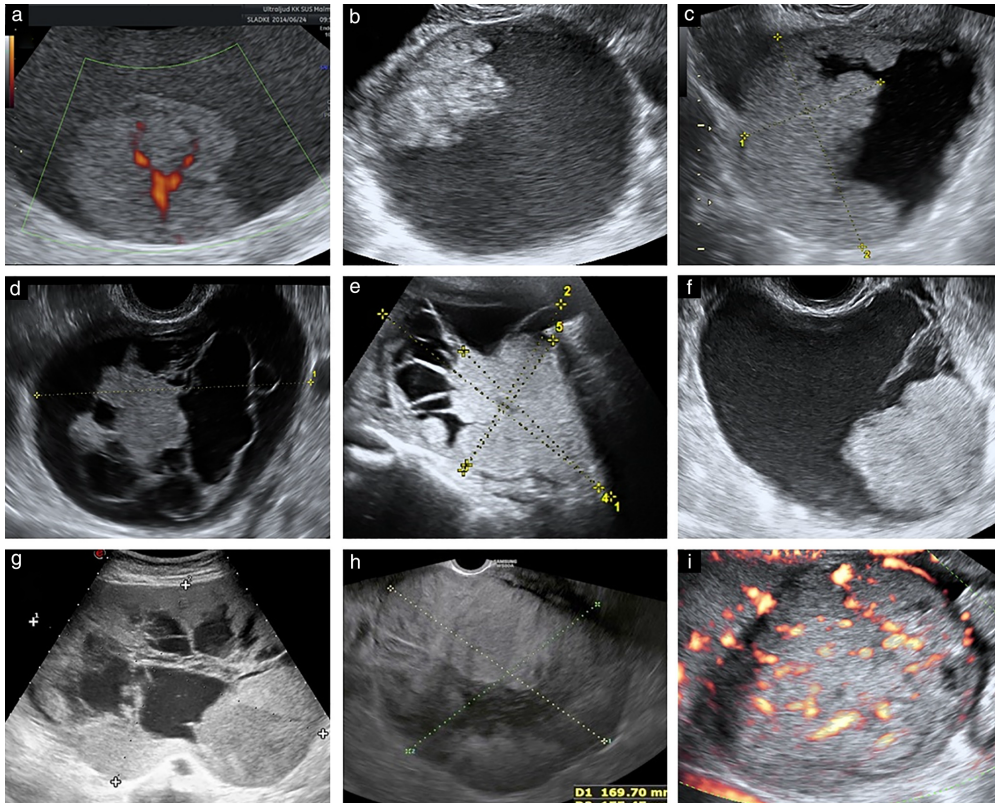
Immagini ecografiche di carcinomi a cellule chiare in pazienti con endometriosi pelvica confermata istologicamente, descritte come cisti uniloculari solide (a–c), cisti multiloculari solide (d–f) o tumefazioni solide (g–i). Da Pozzati et al., *Ultrasound Obstet Gynecol* 2018 [77]
